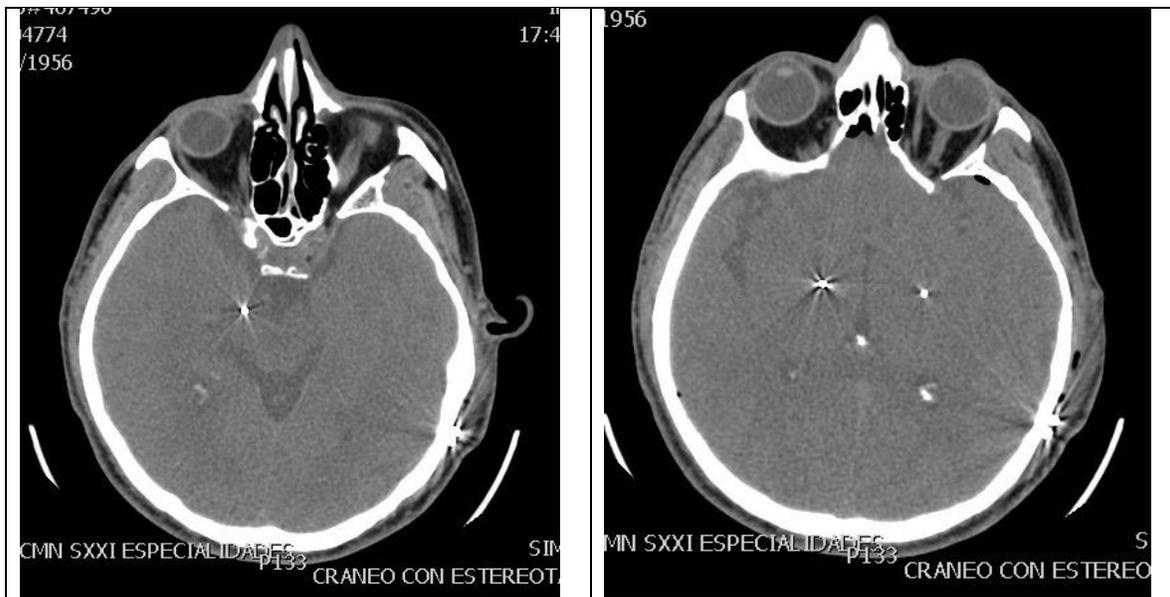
Tomografía en cortes axiales. En la imagen izquierda se observa la punta del electrodo derecho a nivel de la cisterna *ambiens* (anterior al pedúnculo cerebral derecho). En la imagen derecha se observa la punta del electrodo izquierdo y los polos superiores del electrodo derecho a nivel del GPi.
